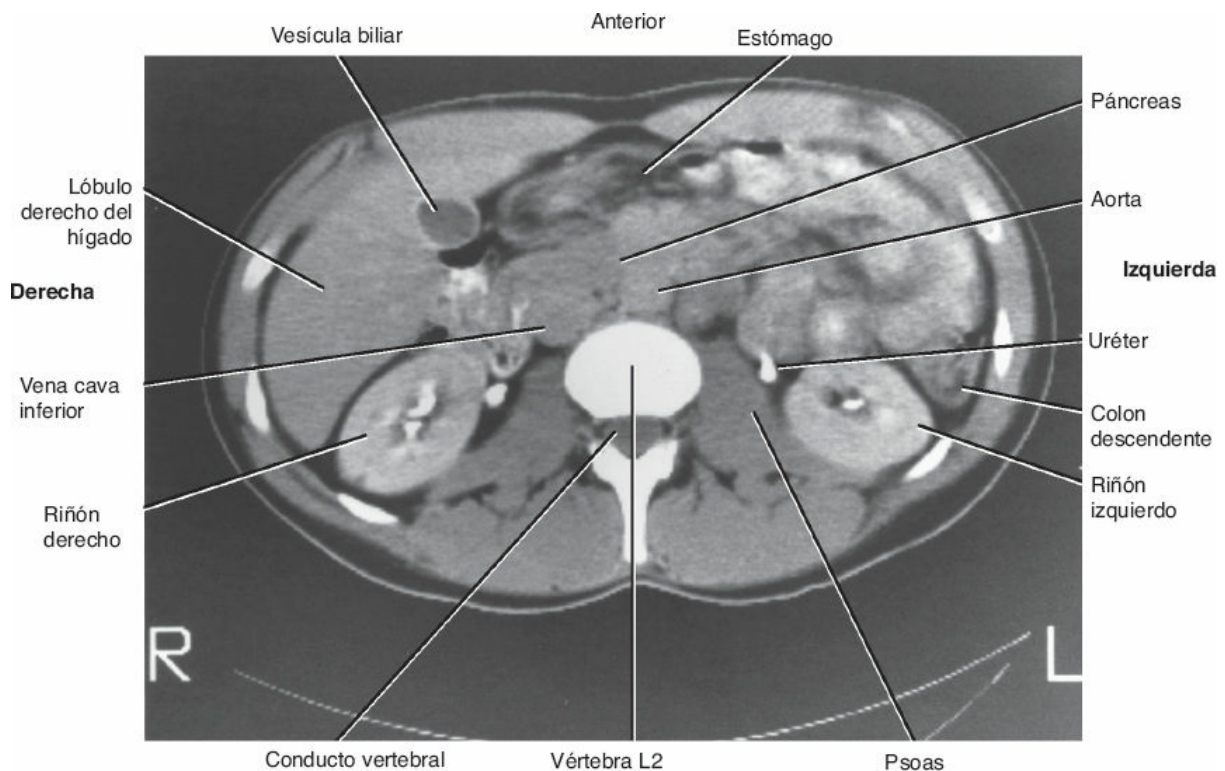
Tomografía computarizada del abdomen a nivel de la vértebra L2 tras una pielografía. El material radioopaco puede identificarse en la pelvis renal y los uréteres (vista inferior).
